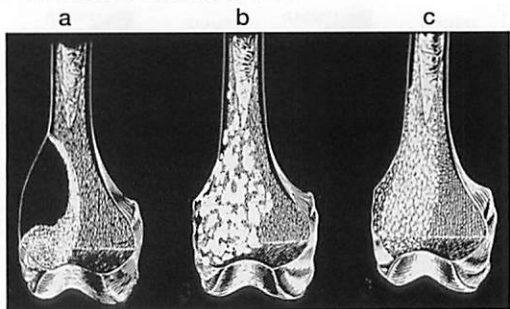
骨腫瘍の単純X線診断における骨溶解パターン (a:地図状 (Geographic)、b:虫食い状 (Moth-eaten)、c:浸潤性 (Permeated))
